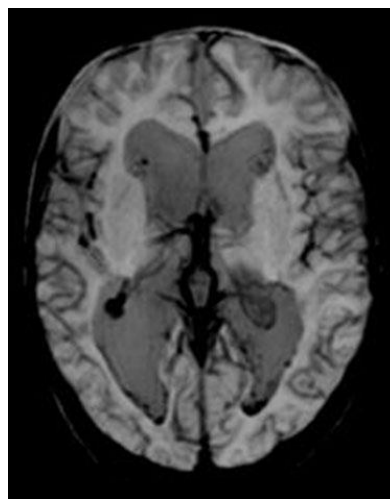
МРТ головного мозга пациентки 1 в возрасте 5 месяцев.
